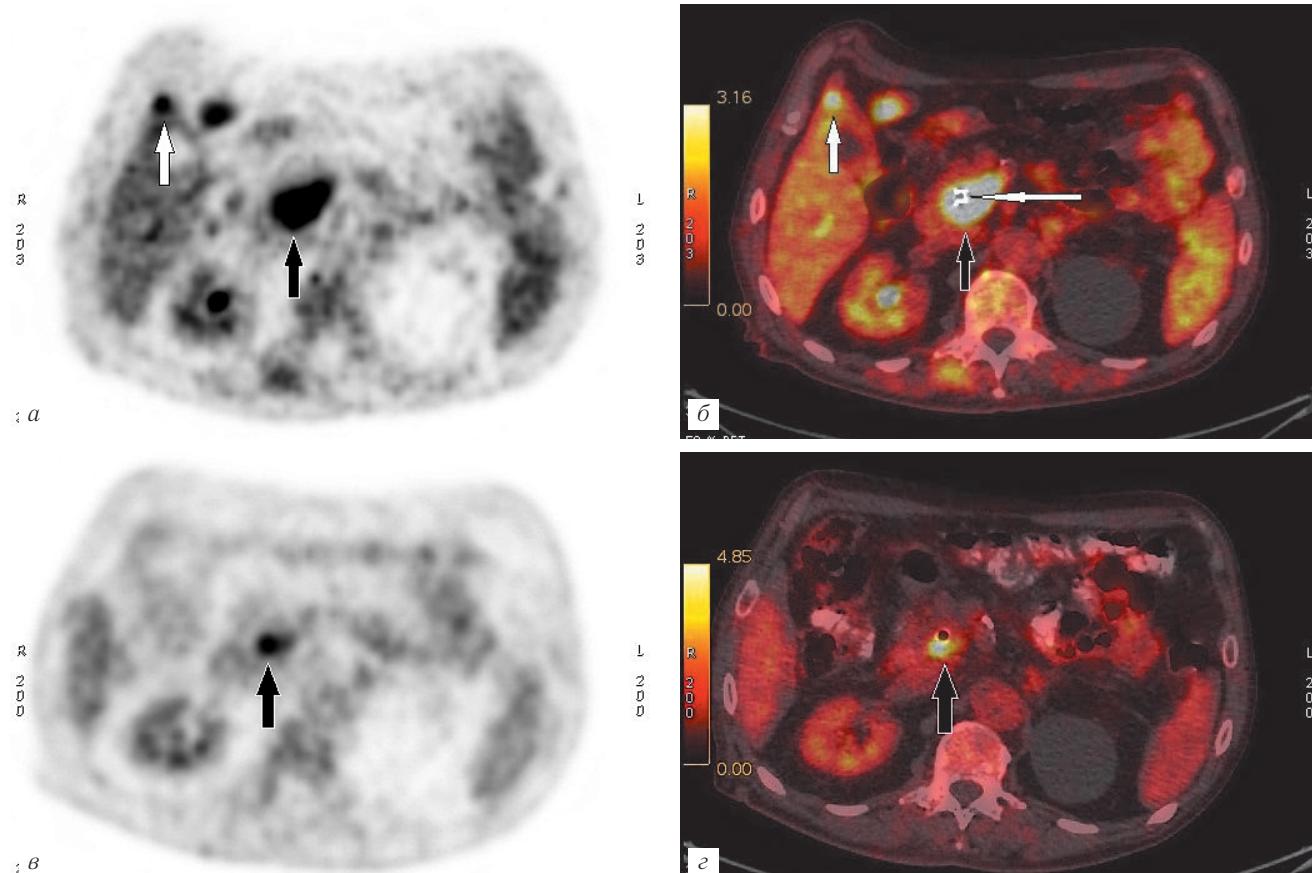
Совмещенное ПЭТ/КТ-исследование больного раком головки поджелудочной железы, осложненным механической желтухой (наблюдение № 2): *а* — при позитронно-эмиссионной томографии определяется повышенное накопление радиофармакологического препарата в узле печени (белая стрелка) и проекции поджелудочной железы (черная стрелка); *б* — совмещенная ПЭТ/КТ: визуализируется метастаз в правой доле печени (белая стрелка). В опухоли головки поджелудочной железы (черная стрелка) определяется металлический стент (длинная белая стрелка); *в, г* — при контролльном исследовании через 4 мес определяется только очаг в поджелудочной железе, размеры которого уменьшились (стрелка)
